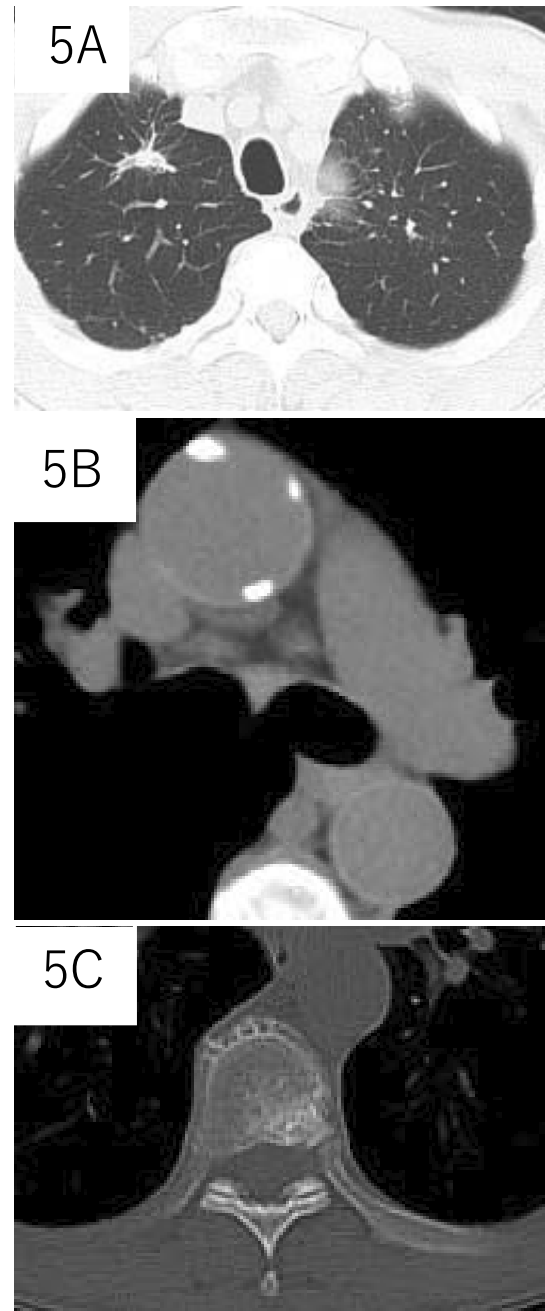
FDG-PET/CT showed an abnormal uptake of fluorodeoxyglucose in the mass of the right upper lobe (A), #4R lymph node (B), and thoracic vertebrae (C).
